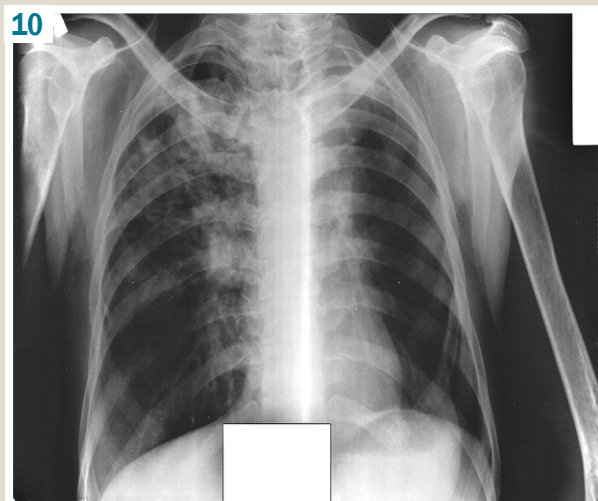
Chest X-ray from 24.05.2022: Condition after resection of the upper lobe of the left lung. There are polymorphic foci and infiltrates with a decay cavity up to 3,0 cm in diameter in the upper lobe of the right lung. There are polymorphic foci and infiltrates of contamination in the upper fields of the left lung and in S_6 of the right lung. The hila are deformed, pulled up. The sinus on the left side is obliterated. Pulmonary heart.
